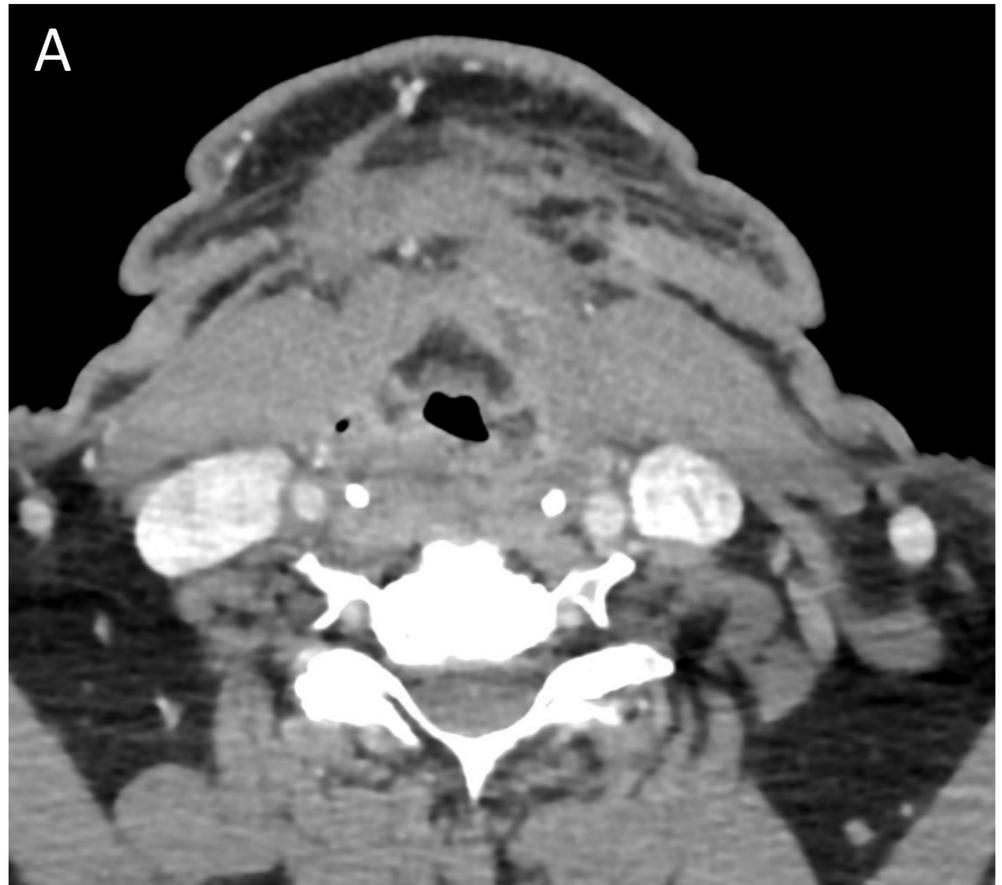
Sangrado arterial. La TC del cuello de una mujer de 92 años con un bocio conocido. Acude a urgencias por crecimiento rápido de "bulto" en región cervical anterior y lateral hasta ángulo mandibular izquierdo que ocasiona sensación disnéica. Se objetiva un bocio multinodular con extensión a mediastino superior de predominio en localización paratraqueal izquierda que condiciona desplazamiento significativo de la tráquea hacia la derecha y asocia aplanamiento de la misma con reducción de luz de vía aérea. Presenta marcada edematización de partes blandas peritiroideas y en lóbulo tiroideo izquierdo asocia formación de colección heterogénea compatible con hematoma y asocia focos hiperdensos en el espesor del hematoma que sugieren sangrado activo.
